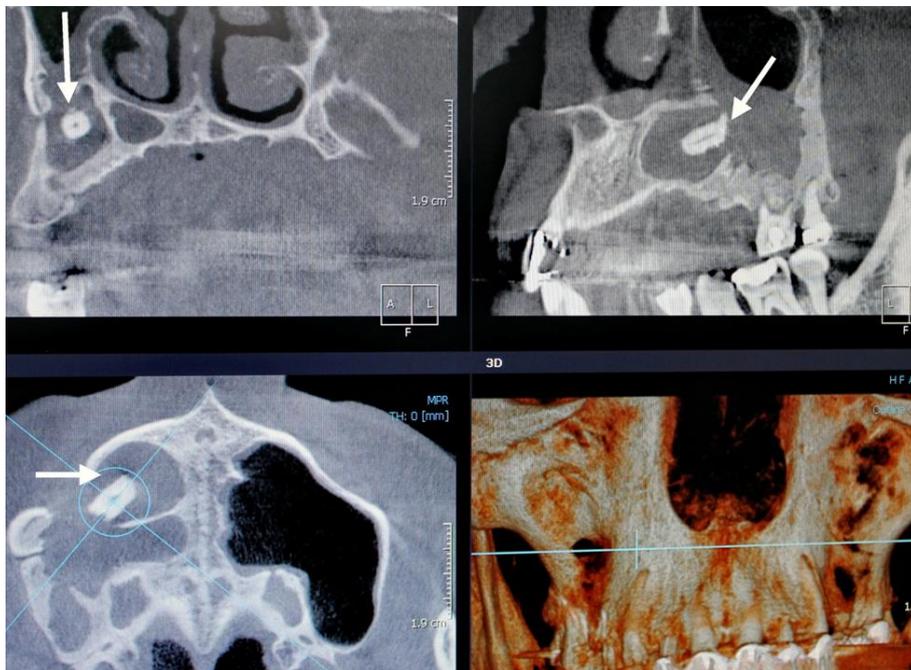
Конусно-лучевая компьютерная томография пациента 25 лет, госпитализированного в стоматологический стационар по поводу хронического верхнечелюстного синусита, незаконченной экстракции 1.5 и наличия отломка корня 1.5 в просвете пазухи (указано стрелкой). По центру инородного тела просматривается тень в виде тонкой полоски – корневого канала.
